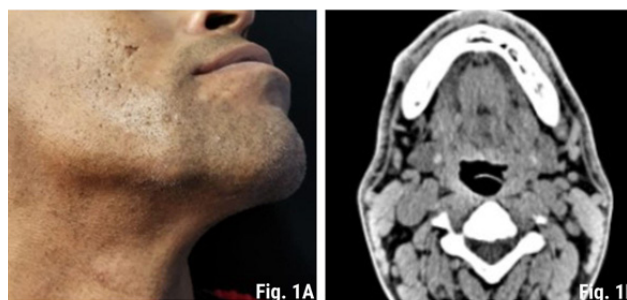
1A: Aspecto inicial da lesão; 1B: Corte axial da tomografia computadorizada, evidenciando imagem cística associada à margem submandibular direita.
